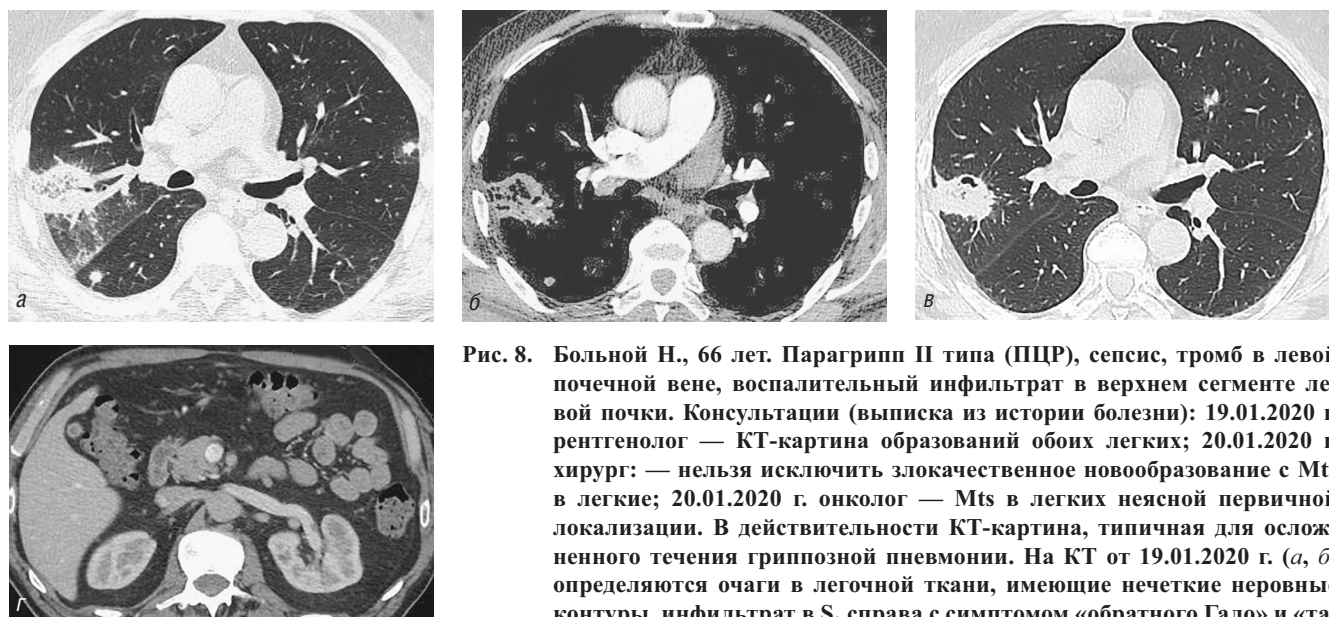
Больной Н., 66 лет. Парагрипп II типа (ПЦР), сепсис, тромб в левой почечной вене, воспалительный инфильтрат в верхнем сегменте левой почки. Консультации (выписка из истории болезни): 19.01.2020 г. рентгенолог — КТ-картина образований обоих легких; 20.01.2020 г. хирург: — нельзя исключить злокачественное новообразование с Mts в легкие; 20.01.2020 г. онколог — Mts в легких неясной первичной локализации. В действительности КТ-картина, типичная для осложненного течения гриппозной пневмонии. На КТ от 19.01.2020 г. (а, б) определяются очаги в легочной ткани, имеющие нечеткие неровные контуры, инфильтрат в S₂ справа с симптомом «обратного Гало» и «тающего сахара» в центре, не накапливающий контрастное вещество, — проявления вирусной пневмонии в сочетании с инфарктом легкого. Контрольная КТ от 28.01.2020 г. (в) — частичный регресс изменений, появление полости в инфаркте. Тромб в левой почечной вене, воспалительный инфильтрат в верхнем сегменте левой почки
